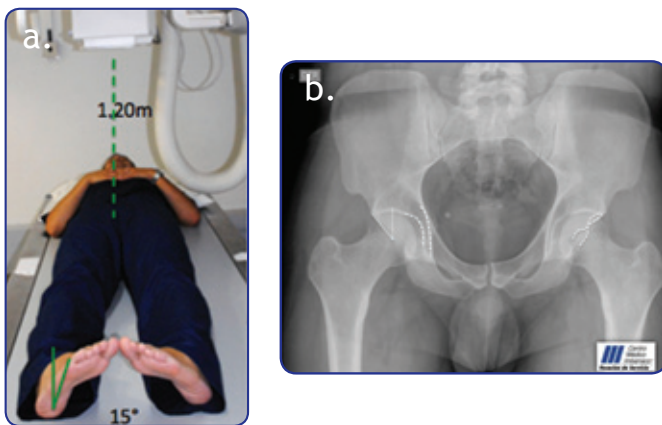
Proyección AP de pelvis. a) Posición del paciente. b) Radiografía.
